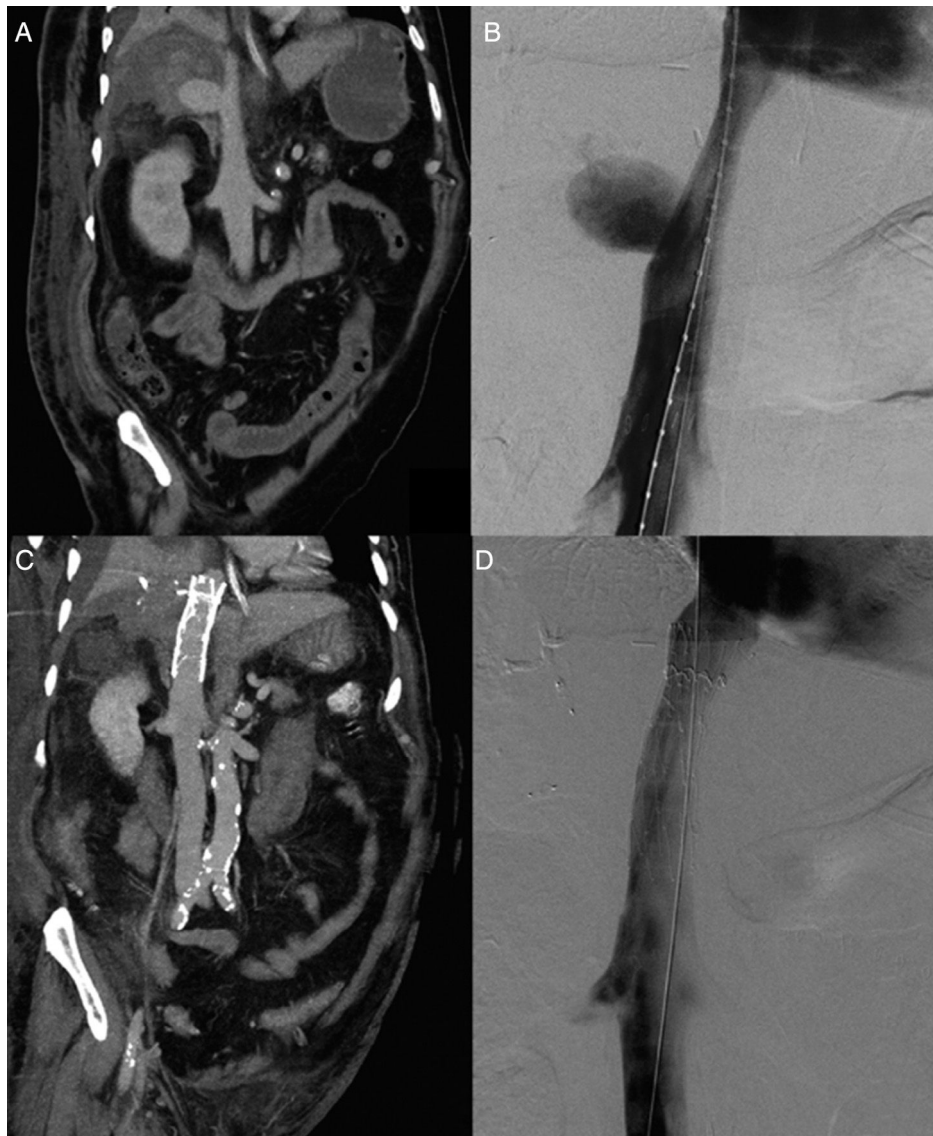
A) Fase portal y plano frontal de la angiografía por TC. Se observa pseudoaneurisma subhepático de la VCI y líquido libre con una alta atenuación, sugerente de rotura. B) Cavografía. Se confirma el pseudoaneurisma subhepático de la VCI. C) Fase portal y plano frontal de la angiografía por TC. Se observa permeabilidad del stent. D) Cavografía. Se confirma la permeabilidad del stent.
